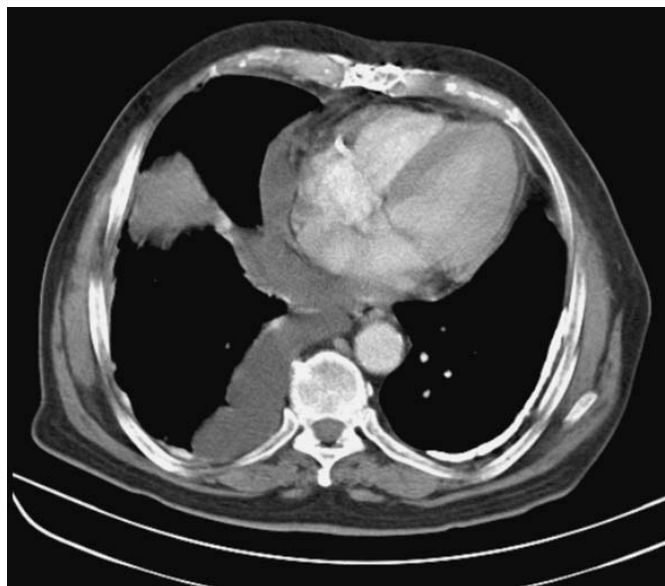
CT-Thoraxaufnahme nach 3 Zyklen Pemetrexed.
